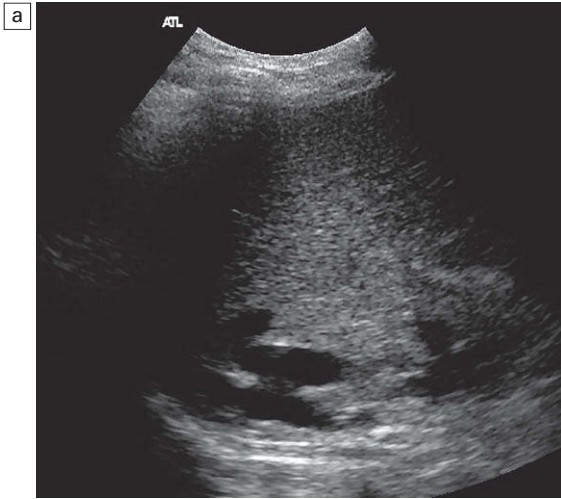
a) Imagen en tiempo real de la parte superior de la cava en un paciente trasplantado hepático con una anastomosis de la cava «cabalgada», que muestra la cava nativa posterior y la cava del donante justo por delante de ella; b) imagen de Doppler color de la misma anastomosis.
